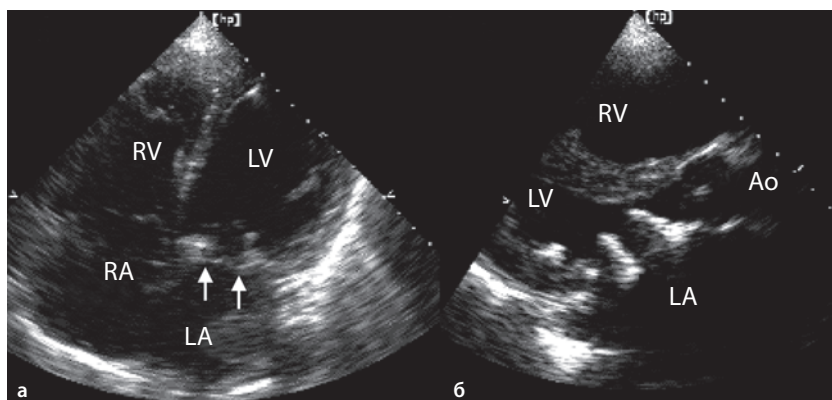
Трансторакальная двумерная эхокардиограмма больного с имплантированным в митральную позицию биологическим клапанным протезом Carpentier-Edwards.
